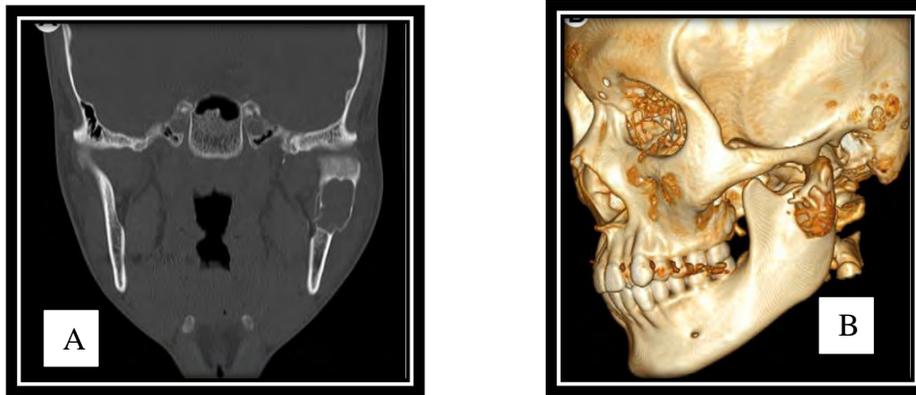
(A) el corte de la TC muestra una expansión ósea, una fractura patológica y una lesión radiolúcida en la rama izquierda. (B) imagen tridimensional de TC.³⁷
